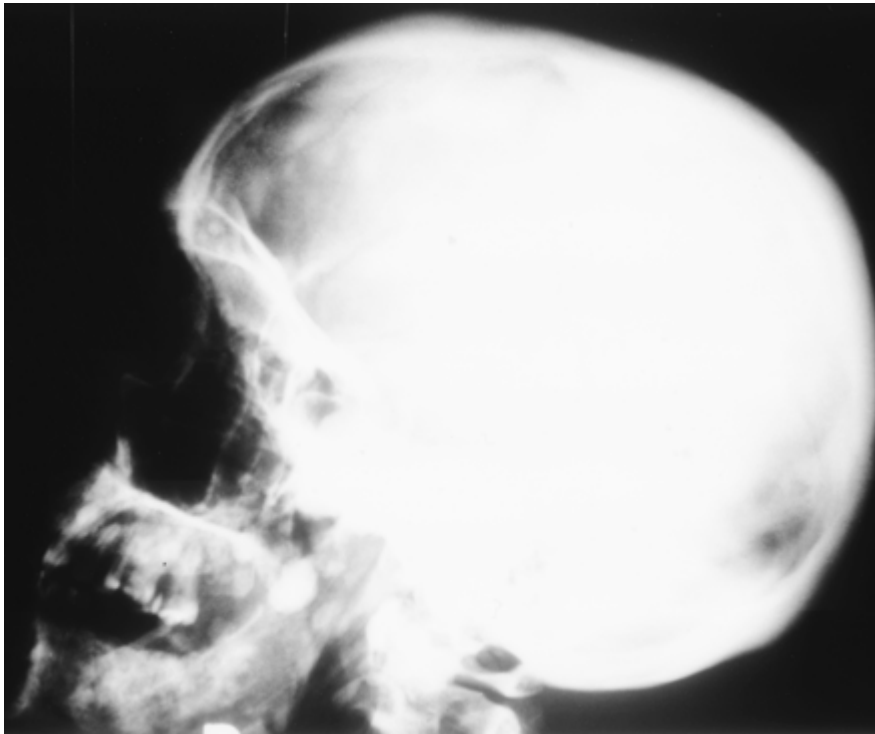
Sur cette radiographie on observe de multiples ostéomes du crâne et de la mandibule caractéristiques du syndrome de GARDNER. (www.imaging.consult.com)
